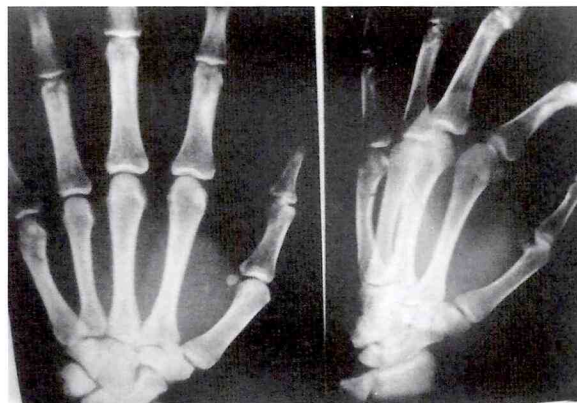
Radiografias demonstrando fratura consolidada.
